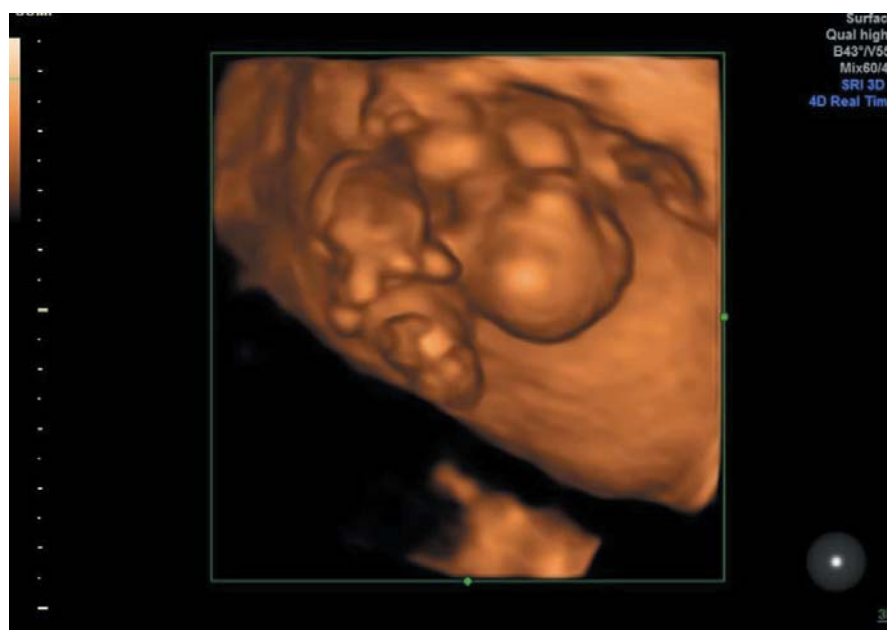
Эхограмма дихориальной диамниотической двойни в объемной реконструкции при фето-фетальном трансфузионном синдроме (дискордантное развитие плодов).
